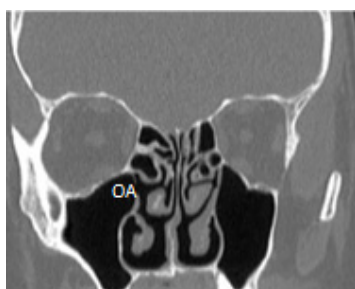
Corte coronal de TC revelando óstio acessório (OA) no seio maxilar direito (janela óssea).
